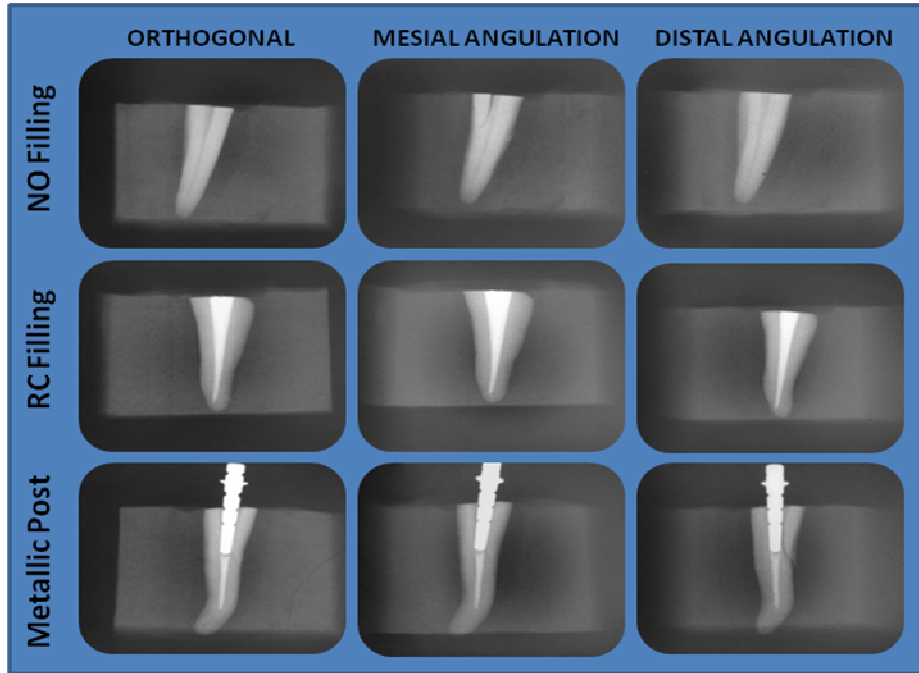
The radiographic images of teeth with VRF.
